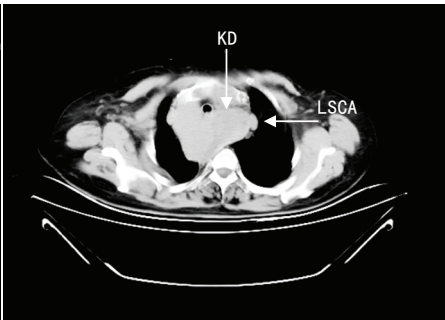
平扫CT示降主动脉起始部左侧Kommerell憩室(KD)及左锁骨下动脉(LSCA)
